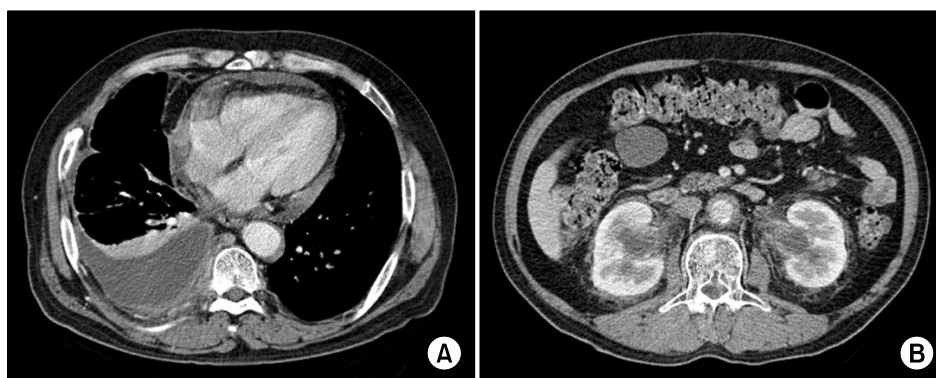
Chest CT shows large amount of right pleural effusion and surrounding pleural thickenings. Small amount of pericardial effusion are also noted (A). Focal wall thickening and enhancement is seen at lateral wall of aorta and bilateral perirenal fat infiltrations combined with bilateral pelvic dilatations are noted which represent bilateral nephritis and mild hydronephritis (B).
